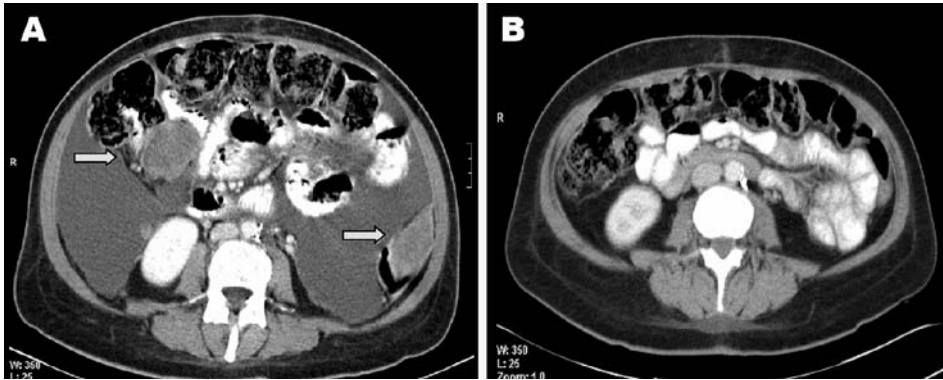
Tomografía computarizada de febrero de 2005: abundante ascitis y múltiples implantes peritoneales, los de mayor tamaño marcados con flechas; 1B. Tomografía computarizada de junio de 2005: respuesta radiológica completa.
